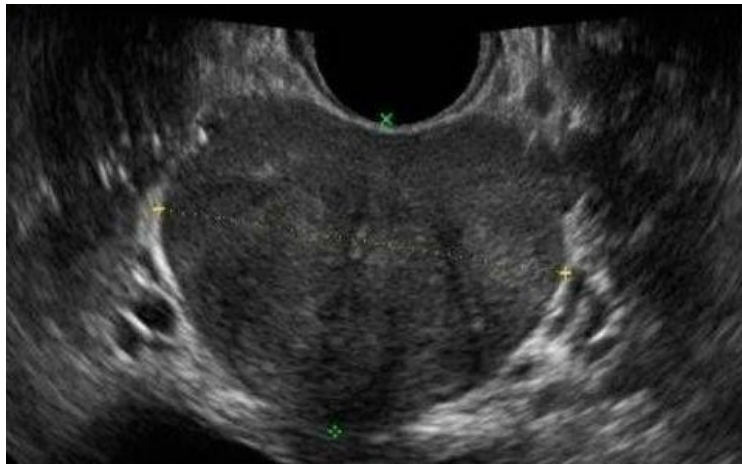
Трансректальное УЗИ простаты
